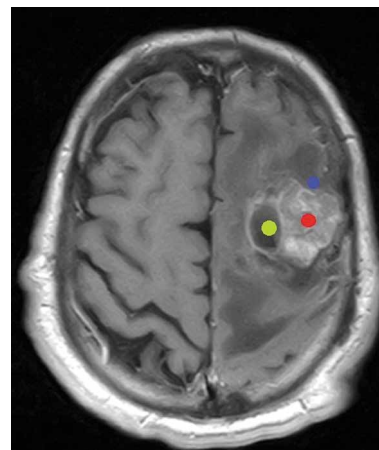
МРТ головного мозга пациента с опухолью головного мозга (T1-взвешенные изображения после введения контрастного вещества). Зоны образцов опухоли: красная зона — контраст-накапливающая, синяя — перифокальная, зеленая — зона некроза.
